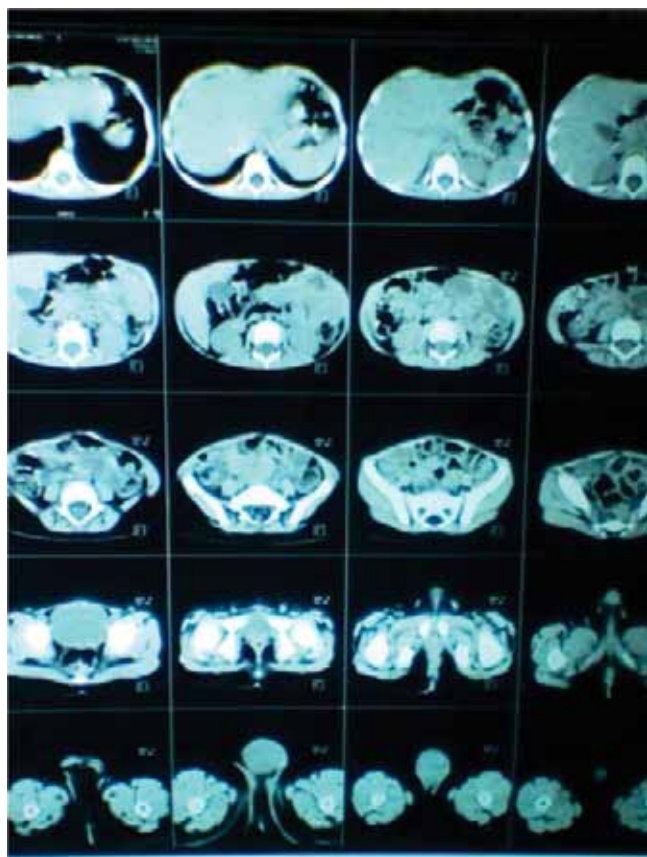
TAC abdominal la cual se reporta normal, se descartan metástasis.
